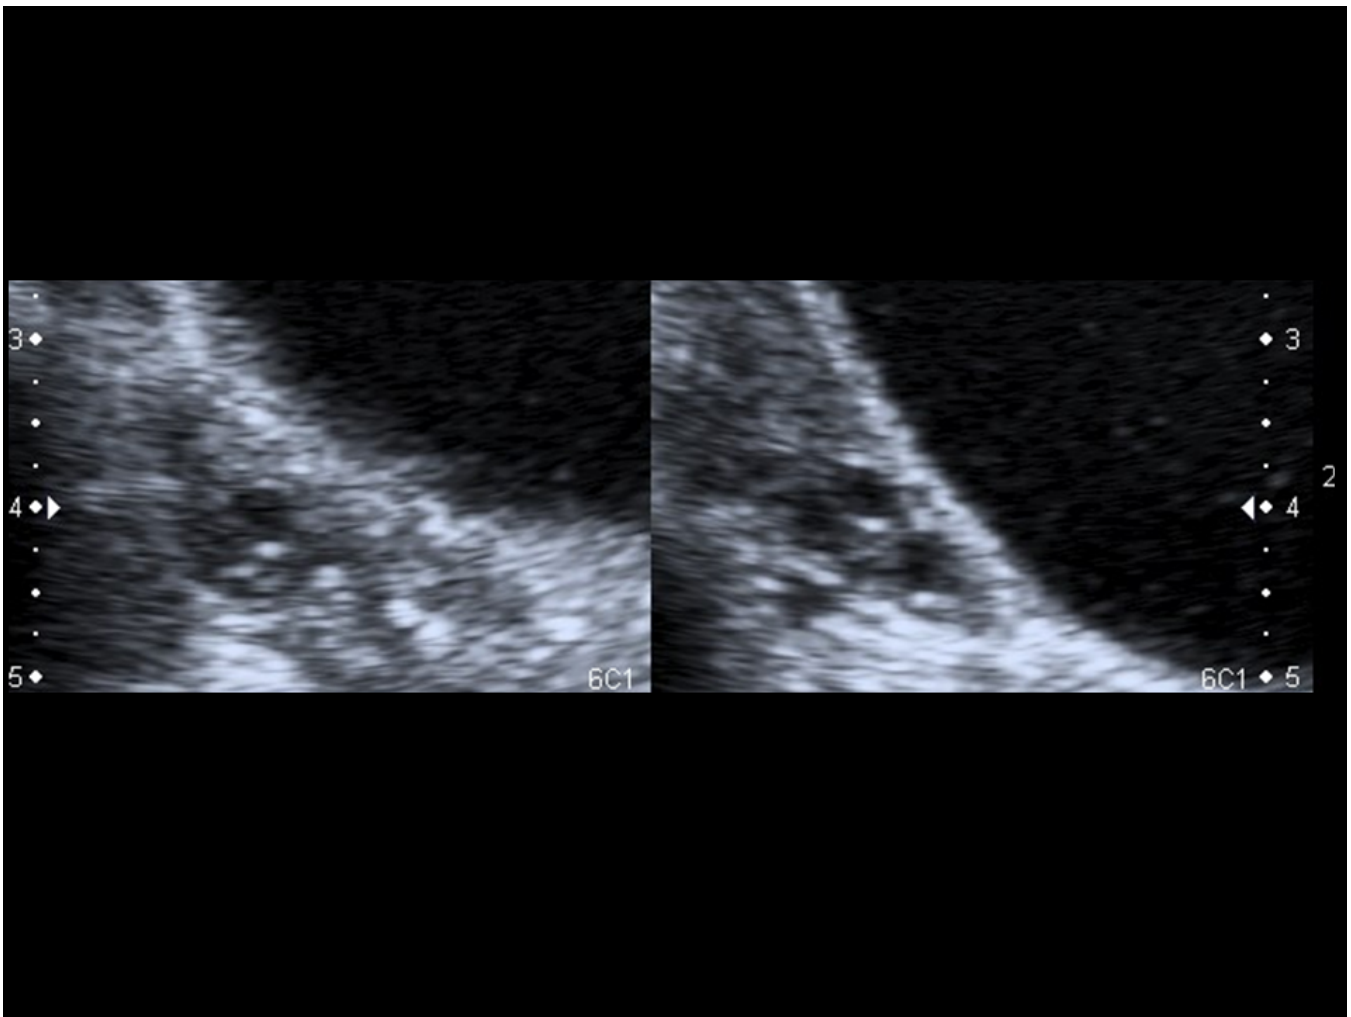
Ecografía pélvica de una niña de 6 años. Cortes transversal y longitudinal de un ovario prepuberal tipo 2.
